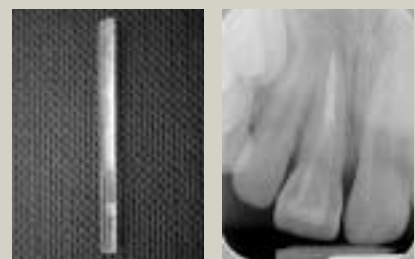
Der everStick®POST-Glasfaserstift (Ø 1,5 mm) kann mit jeder normalen Schere individuell gekürzt und geformt werden, bevor man ihn in den Wurzelkanal zementiert. – Abb. 6: Das Röntgenbild zeigt den zementierten everStick®POST in situ. Ein Raum für den koronalen Teil des Stiftes wurde innerhalb des Zahnfragments präpariert. Der Stift wurde mit einem Komposit-Zement eingesetzt (RelyX Unicem, 3M ESPE) und das Zahnfragment wurde anschließend auf Stumpf und Stift zementiert.
